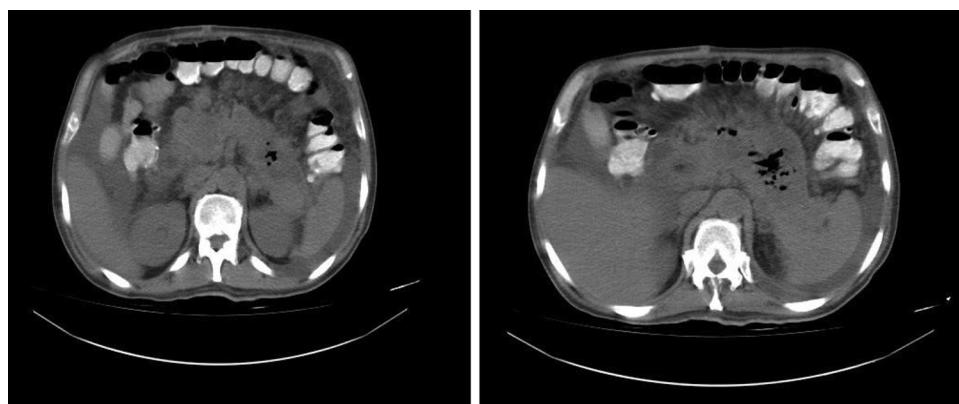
Tomografía abdominal contrastada, seudoquiste pancreático con gas en su interior.
